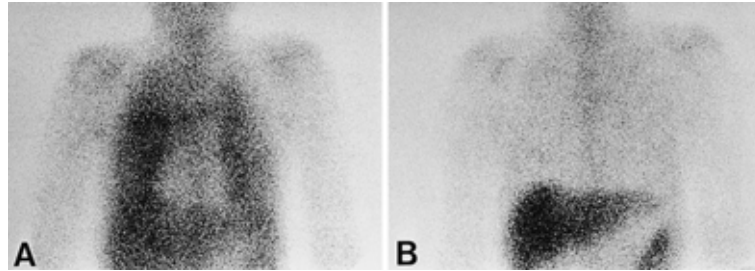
Ga-scintigram during the acute phase of the disease, showing remarkable accumulation in the whole lung (A). Ga-scintigram during remission, showing no uptake in the whole lung (B).
